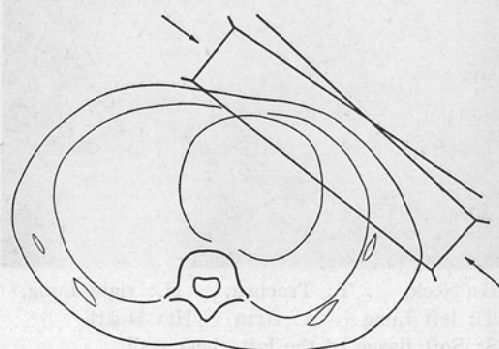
(B) The tangential field chosen on the base of the above x-ray film.
